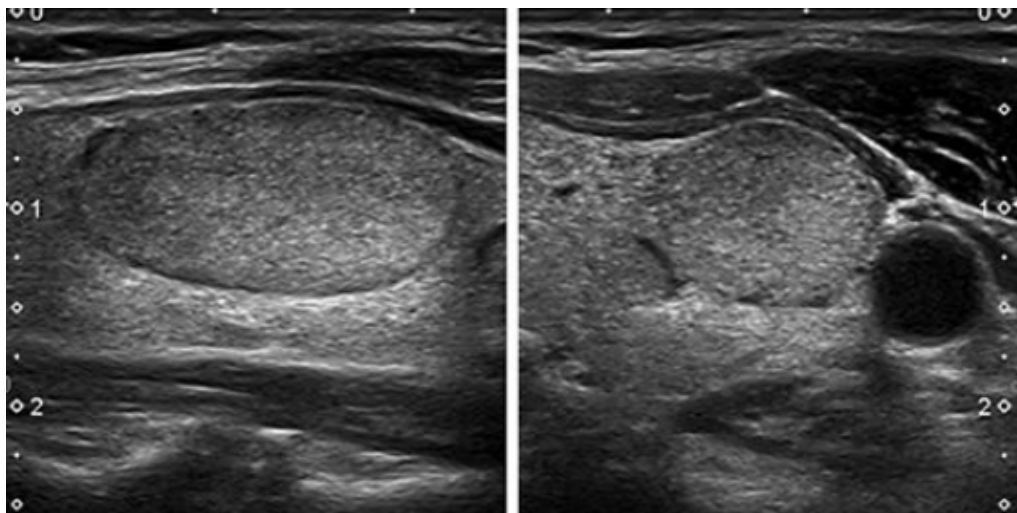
Aspect échographique EU-TIRADS 3 ; nodule isoéchogène de forme ovale et des contours réguliers en coupe longitudinale (gauche) et transversale (droite)[30]
